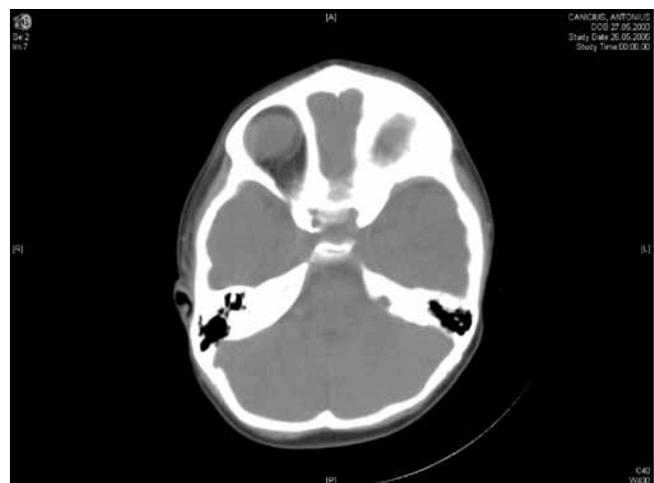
Axial CT scan 1 month after the first CT with no evidence of subdural haematoma or bleeding.
